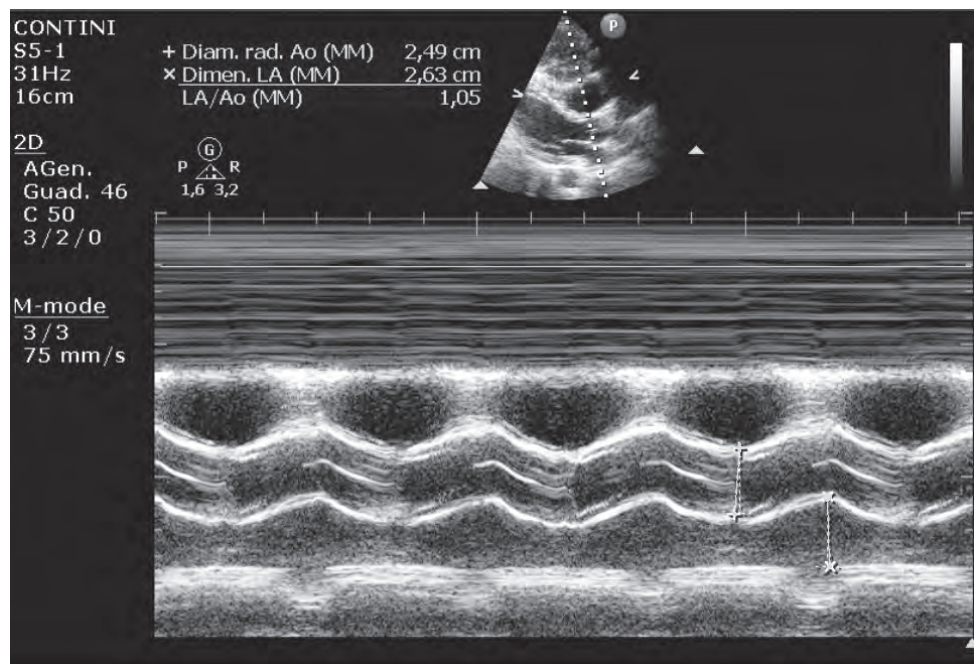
Indagine ecocardiografica transtoracica M-MODE: Si evidenzia la presenza di una massa, verosimilmente extrapericardica, disomogenea, che impronta ab extrinseco il tratto di efflusso del ventricolo destro e risulta visibile anche in sede posterolaterale del ventricolo sinistro.
